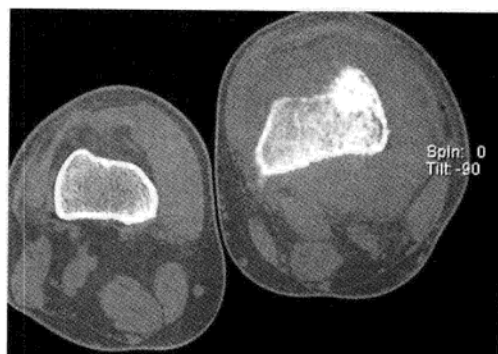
膝关节股骨下端 CT 轴位图像, 常规 CT 只能横断(短轴)断层
